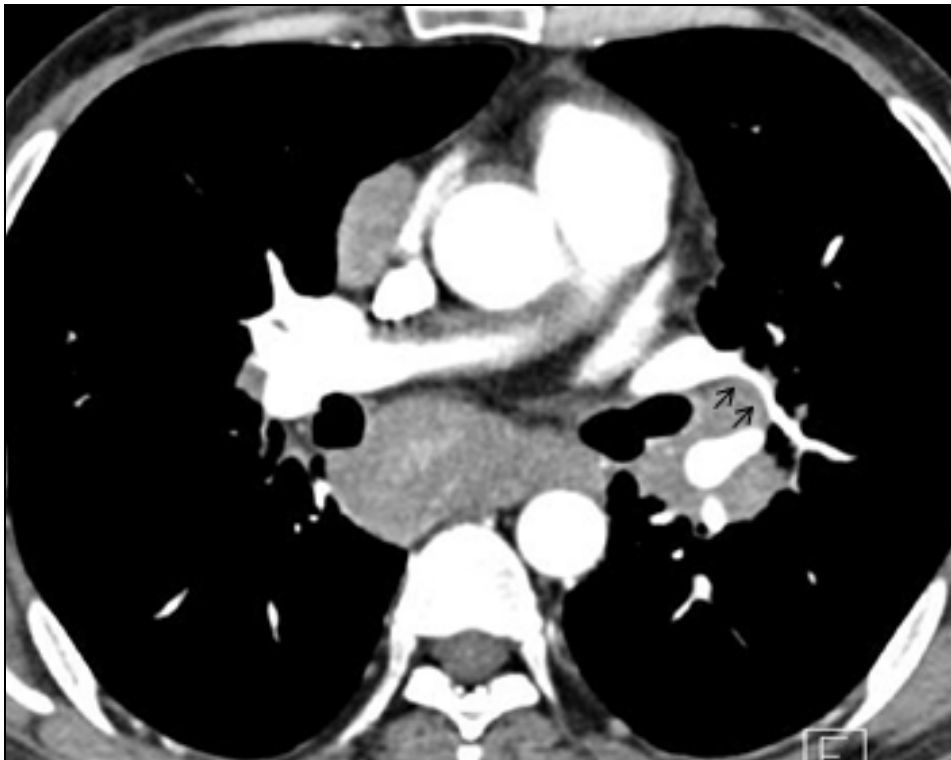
CT examination obtained in a 37 year-old female (Table 4-patient 6).
